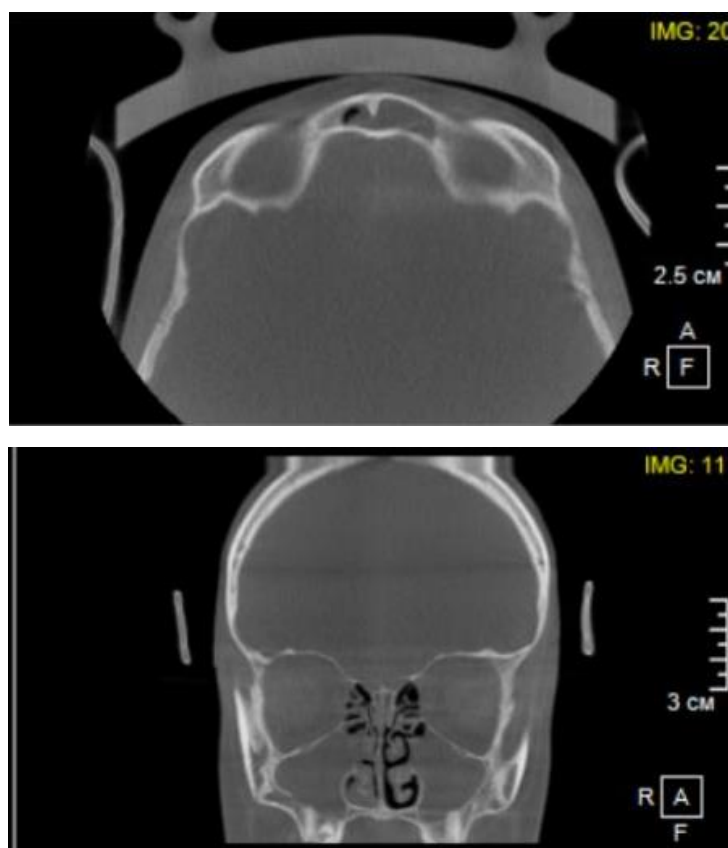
КТ ОНП больной К.
